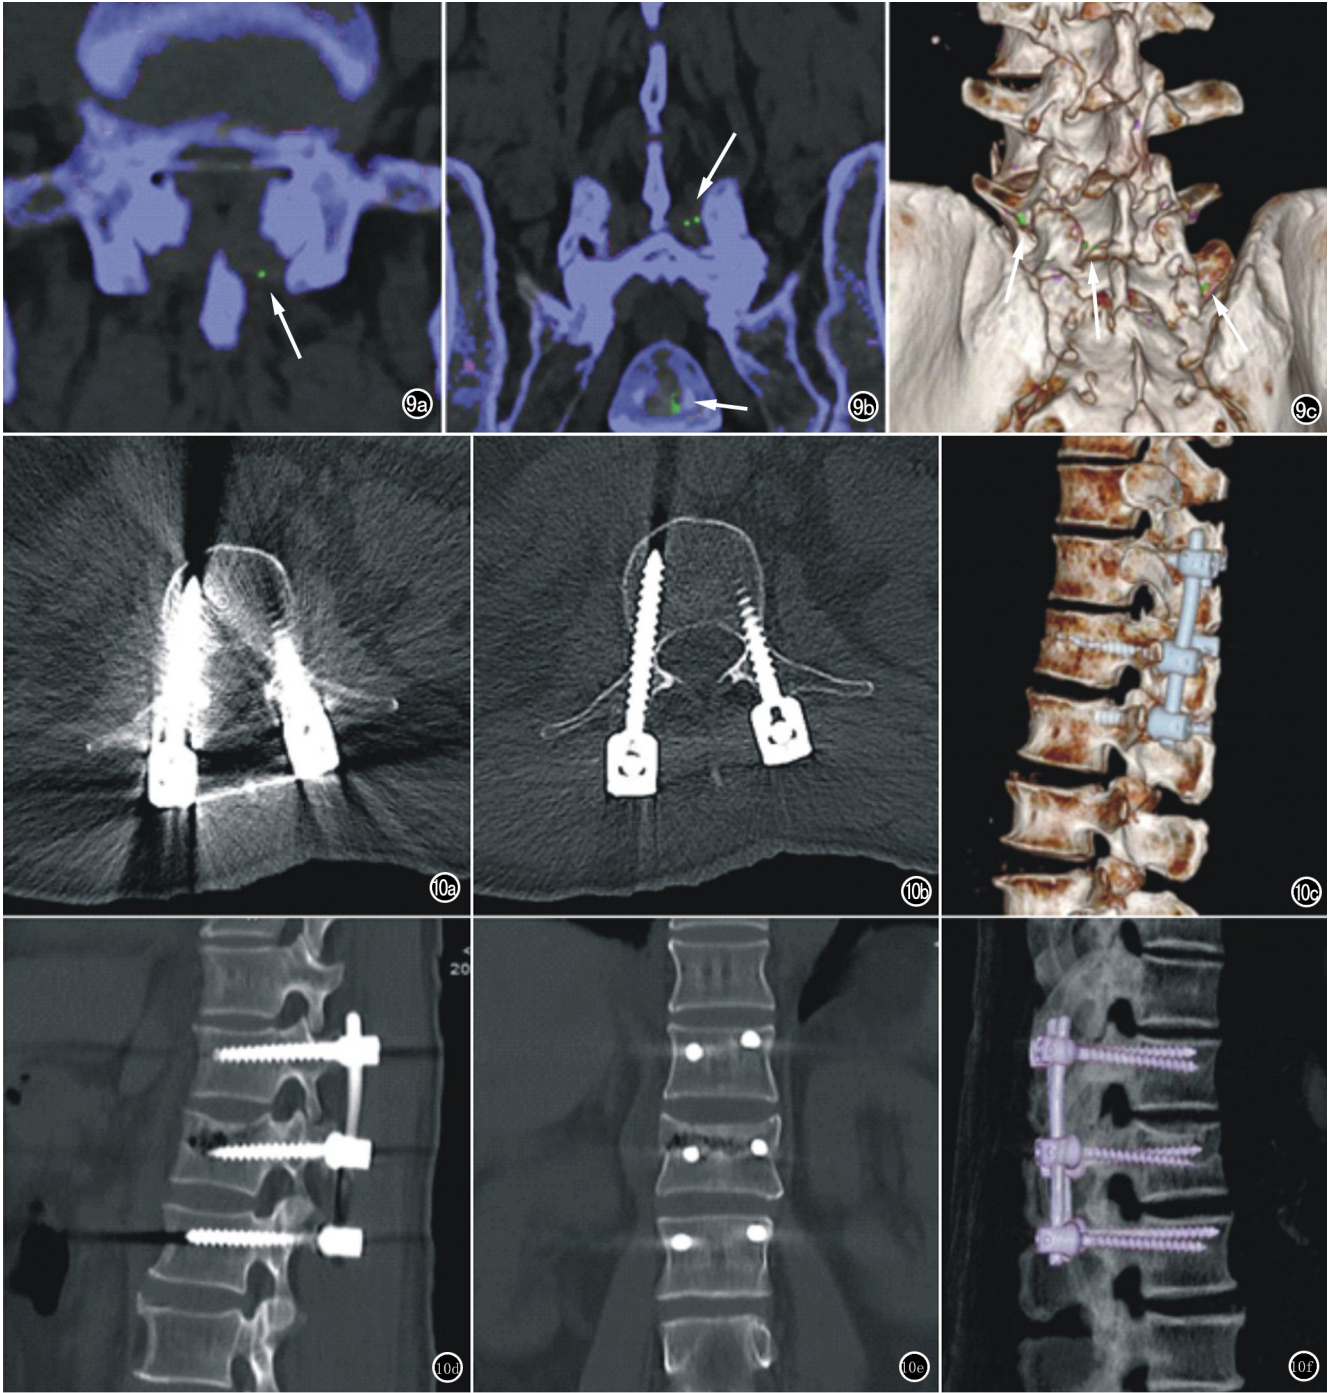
患者,男,82 岁,外伤至腰背部疼痛,有痛风史。a) 双能量彩色编码轴面重建图示腰 5 椎小关节内(箭)一枚点状绿色伪彩; b) 双能量彩色编码冠状面重建图示腰 5 椎小关节内(箭)多枚点状绿色伪彩; c) 双能量彩色编码 VR 重建图像,腰骶椎小关节内(箭)多枚点状绿色伪彩,提示尿酸盐结晶沉积。 图 10 患者,男,72 岁腰 1 椎体骨折术后。a) CT 平均加权图示内固定伪影明显; b) 通过后处理调整为 110keV 后,图像伪影明显减少; c) VR 重建图像; d) CT 矢状面重建图像; e) CT 冠状面重建图像; f) MIP 重建图像清晰显示内固定的走行、位置、牢固及愈合程度。
